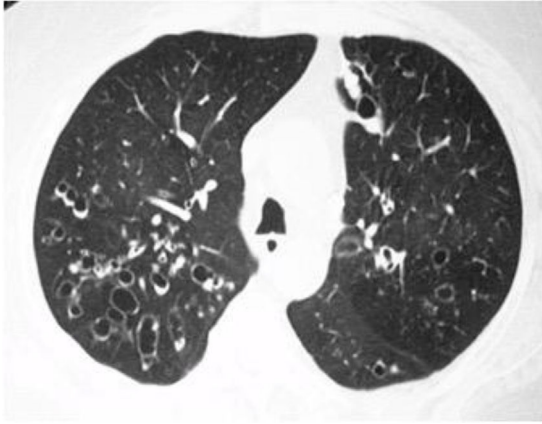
Signos de enfermedad de la vía aérea en paciente con SSj. La tomografía computarizada de tórax de alta resolución evidencia bronquiectasias quísticas de predominio en lóbulos superiores asociadas con patrón de atenuación en mosaico.
